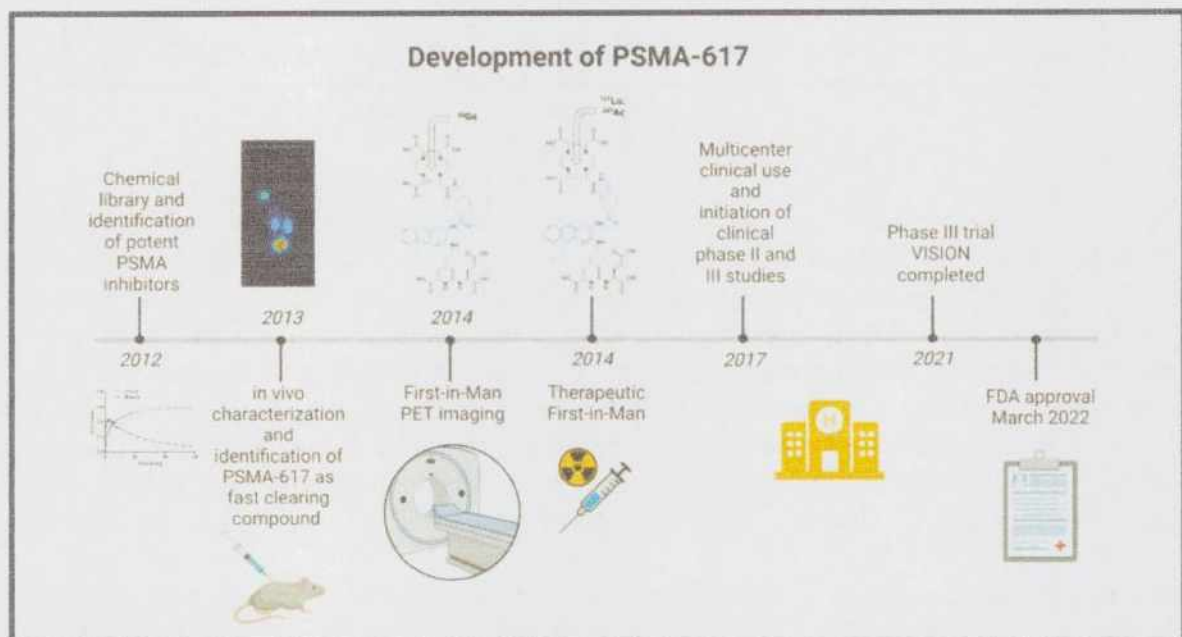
Desarrollo del PSMA- 617
